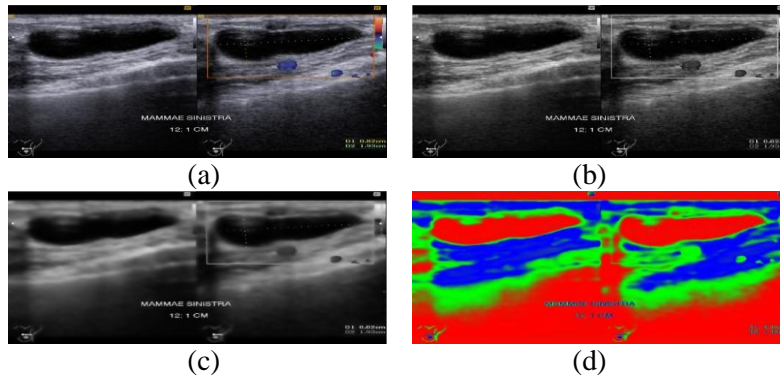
Pencitraan USG DCIS (*Ductal Carcinoma in Situ*); (a) Citra Asli, (b) Hasil *Grayscale*, (c) Hasil *Filter*, dan (d) Hasil Segmentasi
